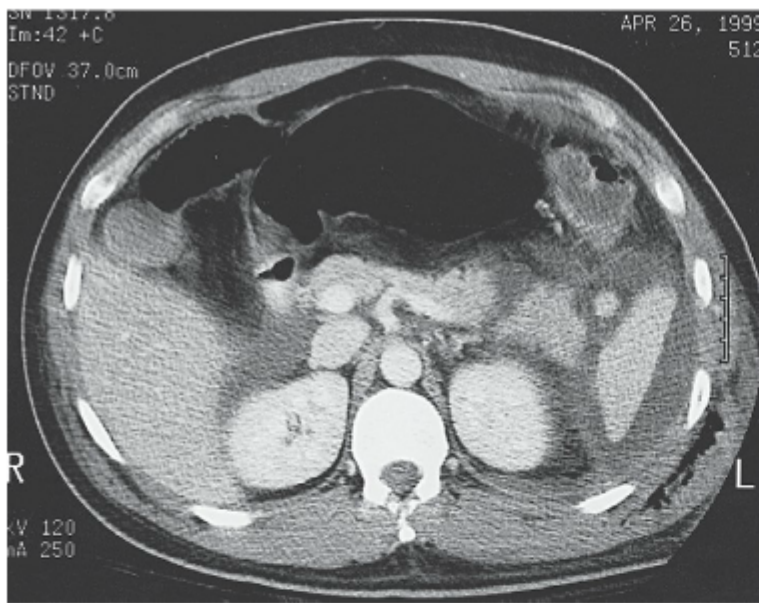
TC mostrando uma transecção pancreática.
